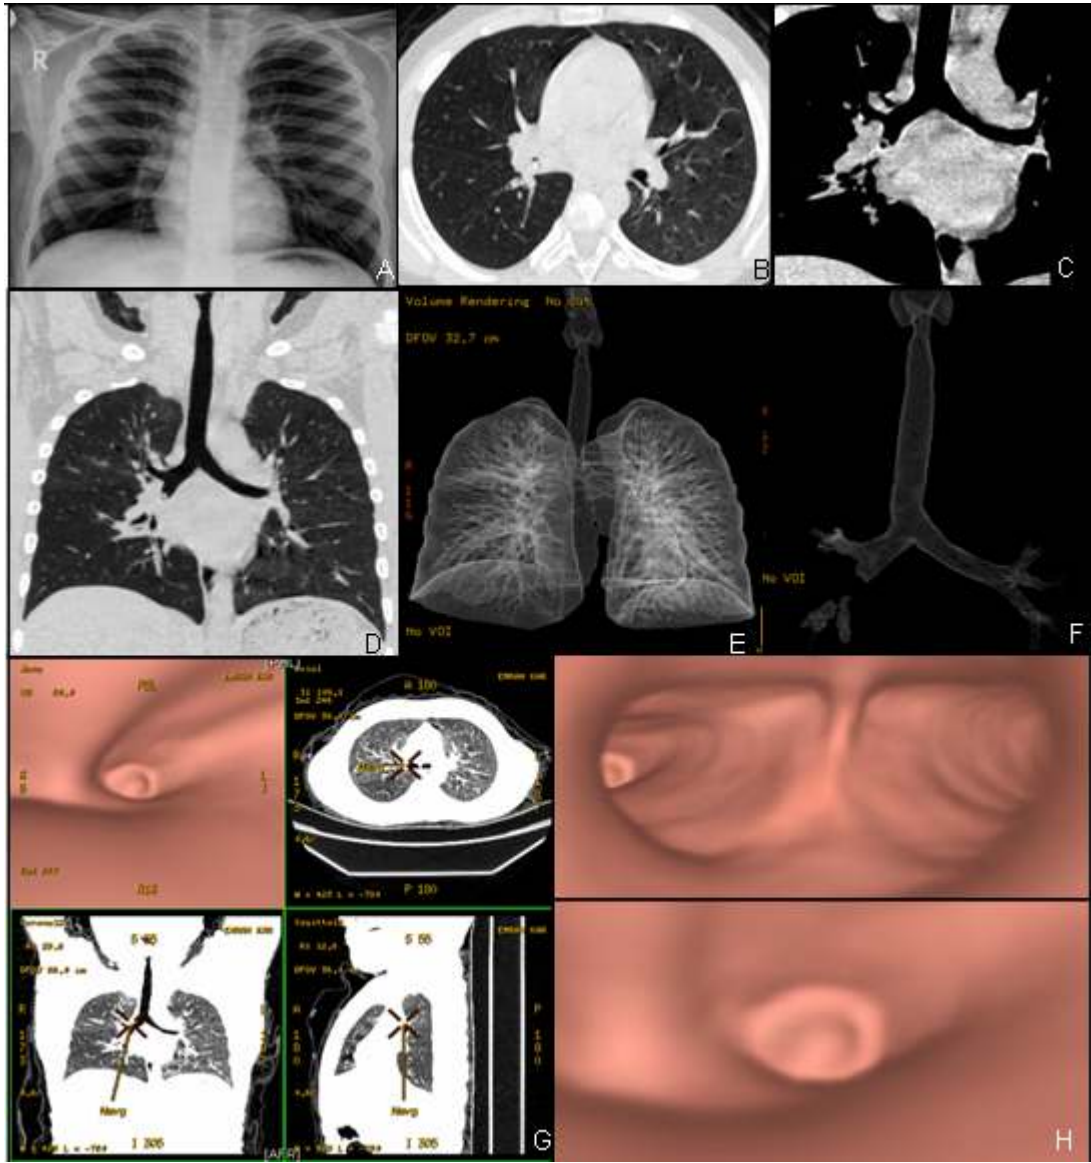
3 yaşında kız hasta, 4 aydır tedaviye rağmen düzelmeyen akciğer enfeksiyonu nedeniyle başvurdu. Göğüs radyografisinde (A) sağ akciğerde nisbi havalılık artışı izlenmekte. Parankim penceresinde koronal (B) ve aksiyal (C) BT görüntülerinde sağda havalılık artışı ve sağ sistem bronşlarında yabancı cisimlere ait dansiteler izlenmekte. BT bronkografi görüntülerinde (D,E) sağ akciğerde hava hapsine bağlı lusensi artışı ve sağda hava sütununda kesinti izlenmekte. Sanal bronkoskopi (F,G) ve rijid bronkoskopi (H) yabancı cisim izlenmekte.
